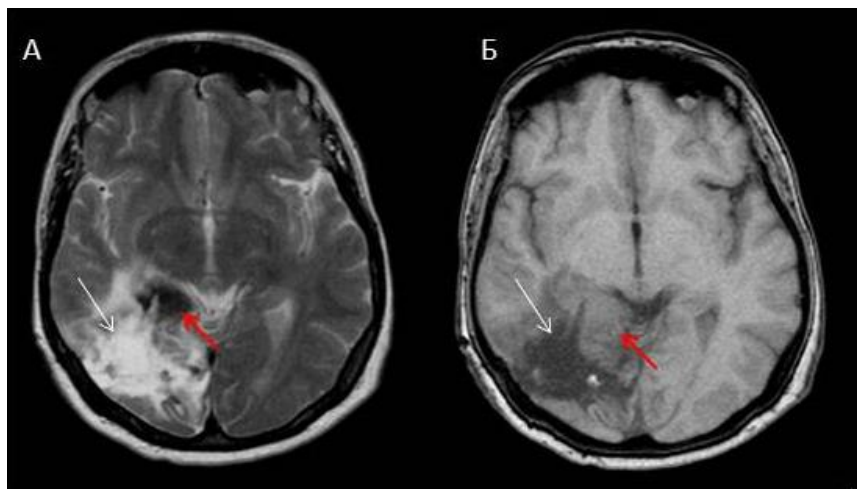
Пациентка Н. с поражением головного мозга. МРТ ГМ без в/в контрастирования: А – в режиме Т2, Б – в режиме Т1; красные
